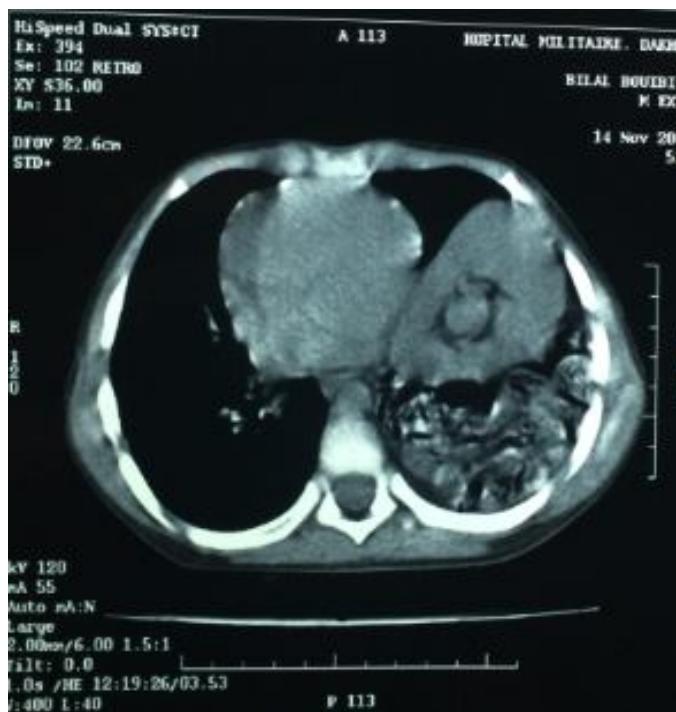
Fiche N° 4 :TDM thoracique montrant une HDC de Bochdaleck.
